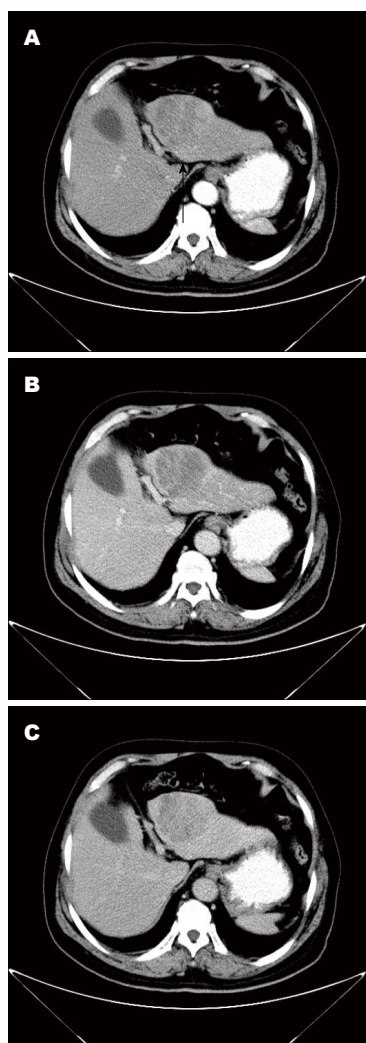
58岁男性p-HCC患者增强CT图像. A: 动脉期肿块轻度强化(黑色箭头所示); B、C: 肿块在门脉及延迟期相对廓清. p-HCC: 低分化肝细胞癌; CT: 计算机断层扫描.
